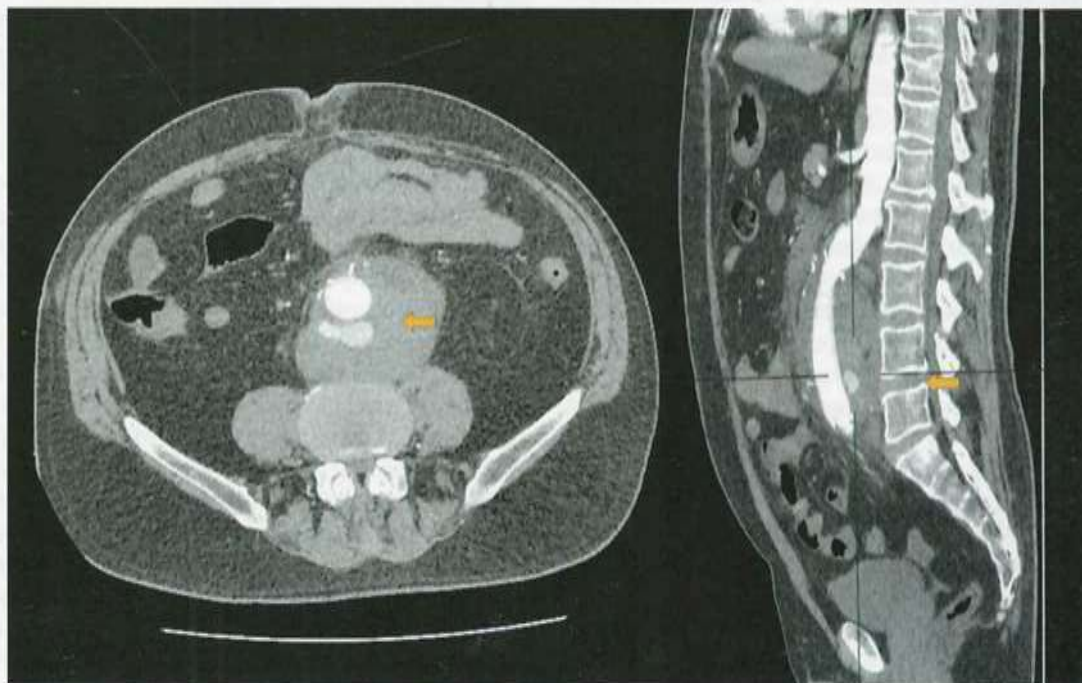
МСКТ-ангиограммы брюшного отдела аорты с контрастированием.
